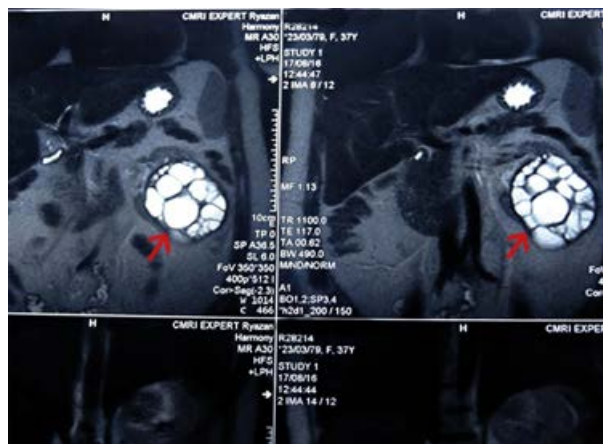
МРТ-картина кистозно-солидного образования левой почки
